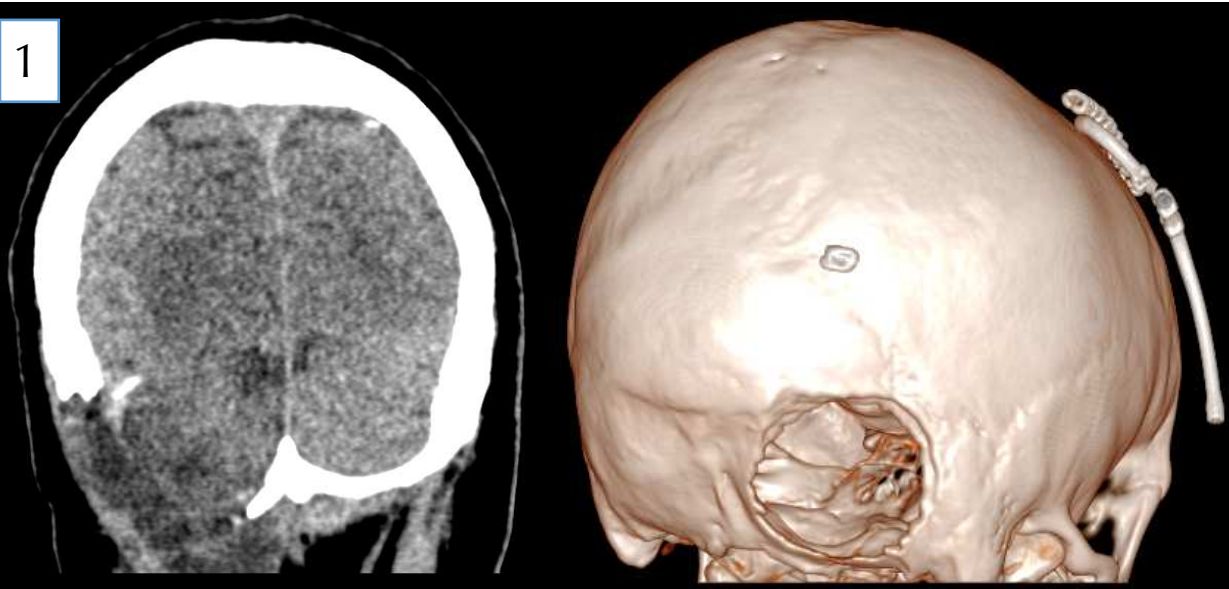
TC helicoidal con reconstrucción en plano coronal, donde se visualiza craniectomía occipital derecha secundaria a resección de meningioma de fosa posterior (hemisferio cerebeloso derecho). A la derecha reconstrucción 3D.
